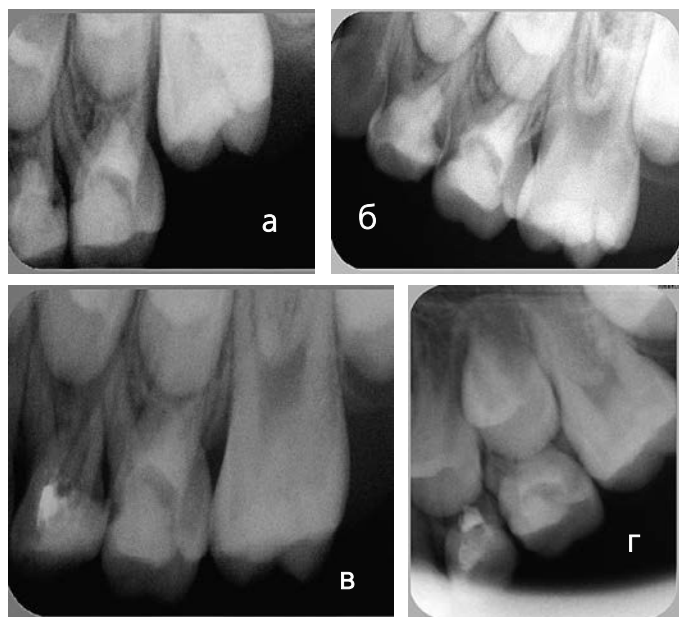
Рентгенограмма 6.4, 6.5. Ребенок 6 лет. Клинический диагноз: 6.4, 6.5 хронический фиброзный пульпит, K04.03. А — 6.4, 6.5 на момент лечения, Б — через 23 мес., В — через 30 мес., Г — через 36 мес. после лечения. Патологии нет
